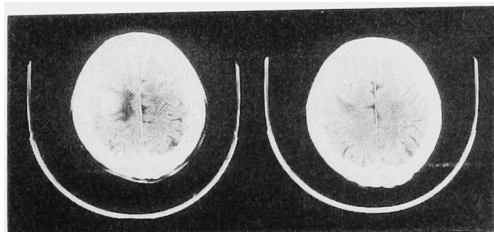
Plain brain CT scan.
